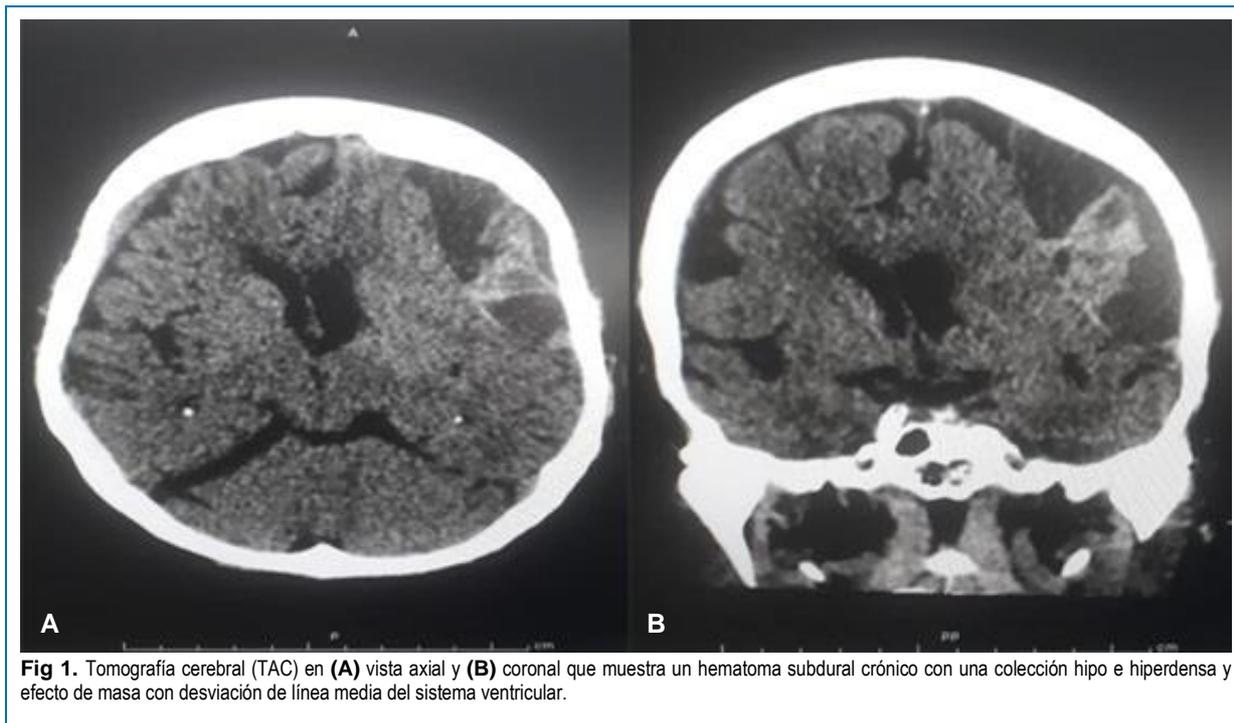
Tomografía cerebral (TAC) en (A) vista axial y (B) coronal que muestra un hematoma subdural crónico con una colección hipo e hiperdensa y efecto de masa con desviación de línea media del sistema ventricular.
